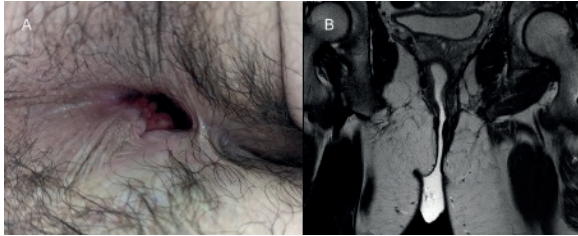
Estado preoperatorio del paciente. A. Defecto severo de la anatomía esfinteriana con ausencia del esfínter externo y cicatriz fibrosa retráctil entre horas 3 y 6. B. Resonancia magnética que evidencia fibrosis completa del esfínter externo y atrofia muscular.
